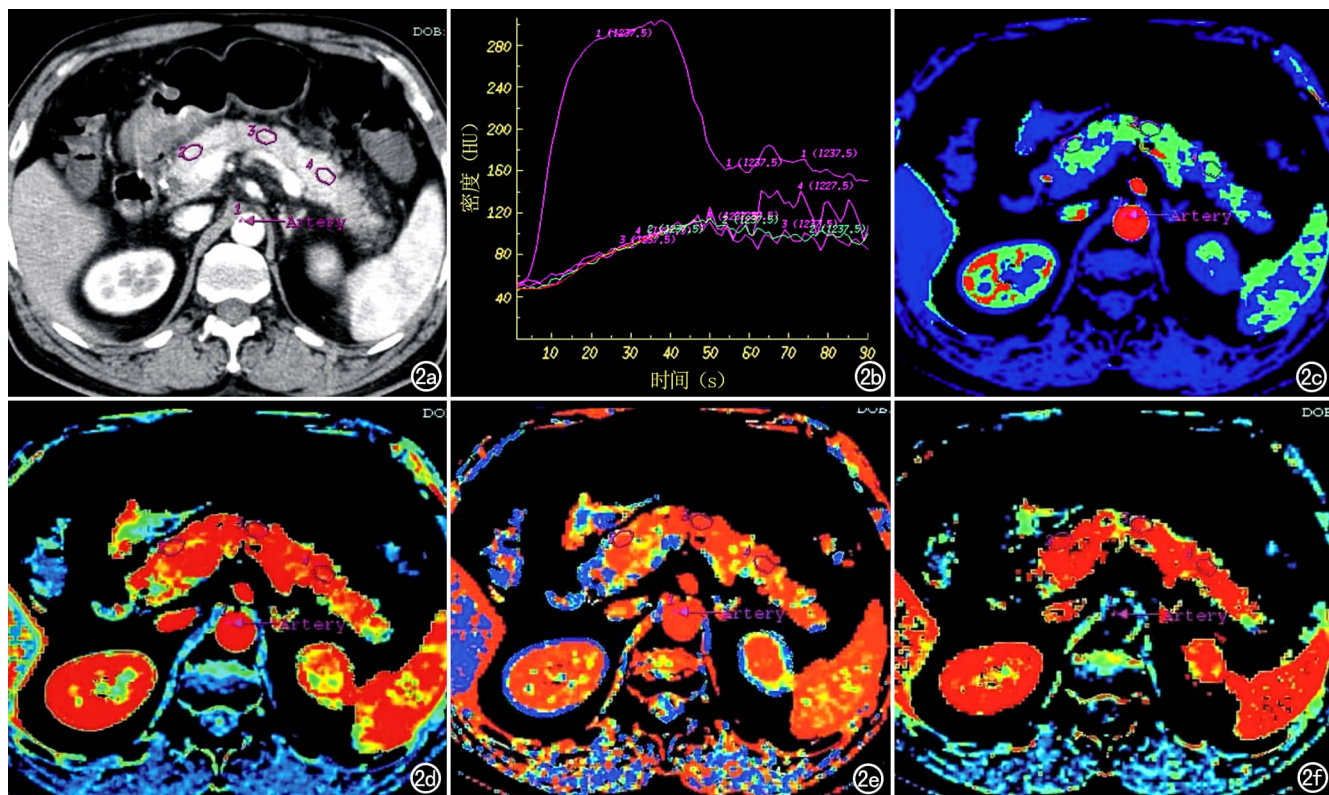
Balthazar CT 分级为 C 级的急性胰腺炎。a) 在胰腺动态增强 CT 原始图像上确定胰腺输入动脉(腹主动脉)及胰腺头、体、尾部各兴趣区; b) TDC 呈缓升缓降型; c) BF 伪彩图示胰腺 BF 减低(呈蓝色),且各部位不均匀; d) BV 伪彩图示胰腺 BV 减低(黄色),且各部位欠均匀; e) MTT 伪彩图示胰腺 MTT 不均匀增高(呈黄色~蓝色); f) PS 伪彩图示胰腺组 PS 增高(呈红色)。
